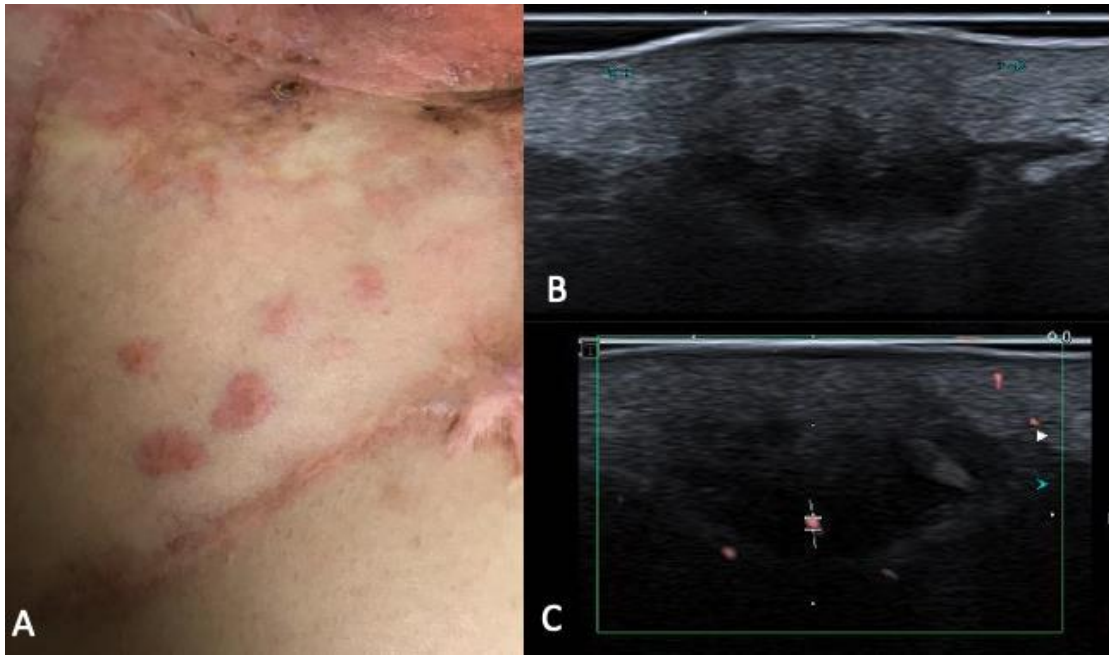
Metástases cutâneas de câncer de mama. A. imagem clínica, B. ultrassonografia no modo B demonstrando lesão hipocogênica e heterogênea, de limites imprecisos, localizada na derme e subcutâneo e C. com vascularização discreta ao Doppler (C).
